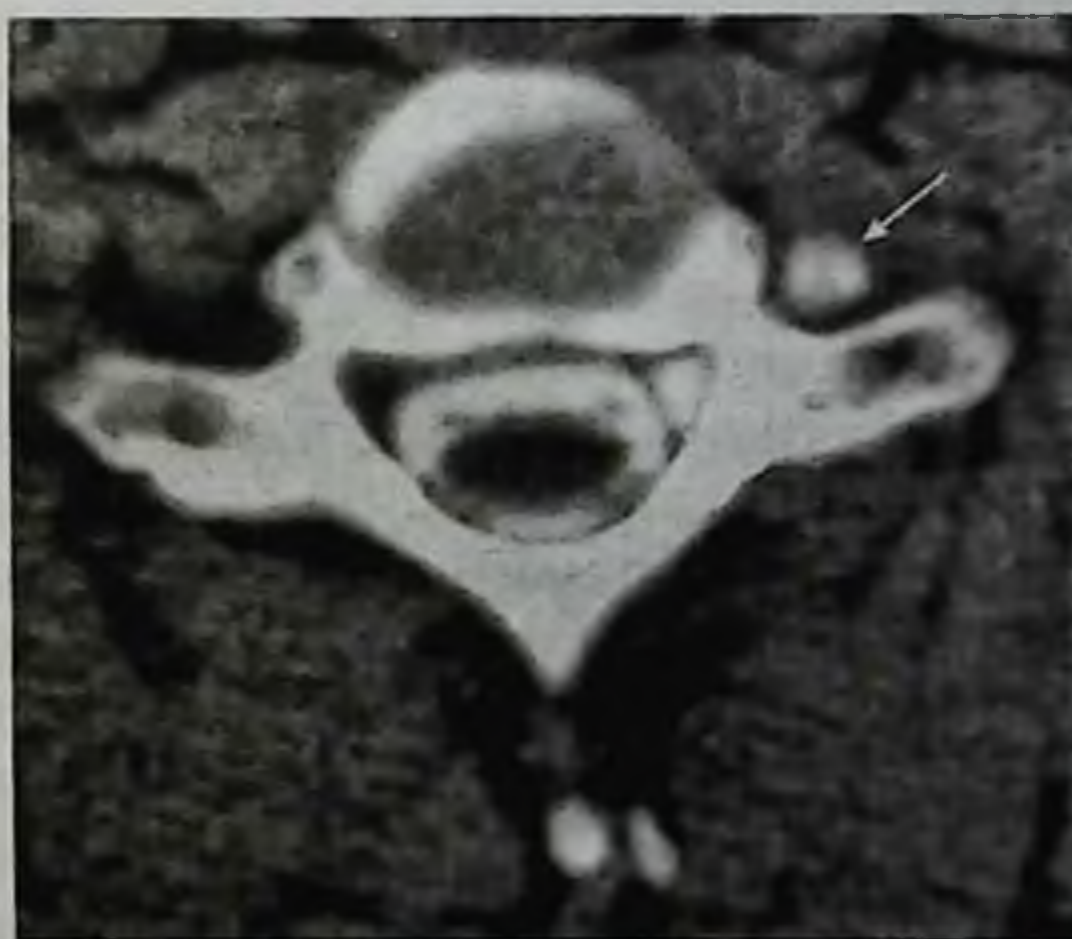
Признаки преганглионарного поражения плечевого сплетения: а — магнитно-резонансная томография, T2-взвешенное изображение, отрыв корешка и затекание ликвора в межпозвонковое отверстие (стрелка); б — миелография в прямой проекции, затекание контрастного вещества в псевдоменингоцеле (стрелка); в — компьютерно-томографическая миелография, в месте отрыва корешка выявляется псевдоменингоцеле (стрелка)
